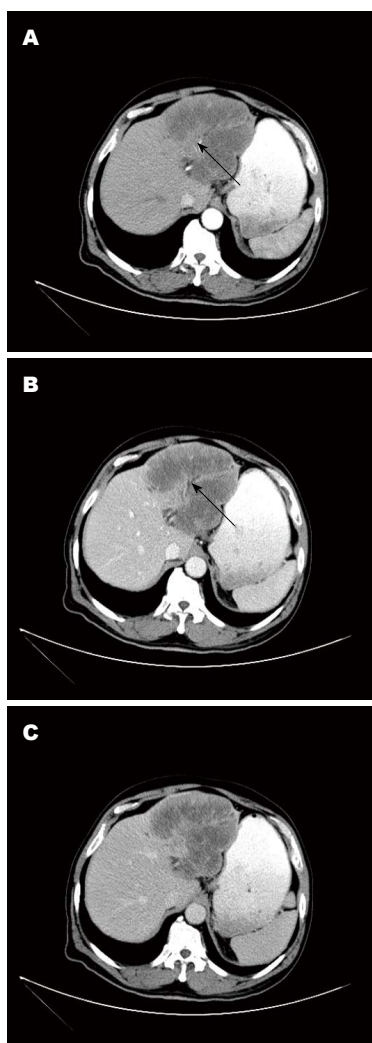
60岁男性ICC患者增强CT图像. A: 动脉期肿块边缘轻度强化, 内见肝动脉分支(黑色箭头所示); B: 边缘分叶, 肝叶萎缩, 肝包膜内陷及周围胆管扩张(黑色箭头所示); C: 延迟强化. ICC: 肝内胆管细胞癌; CT: 计算机断层扫描.
